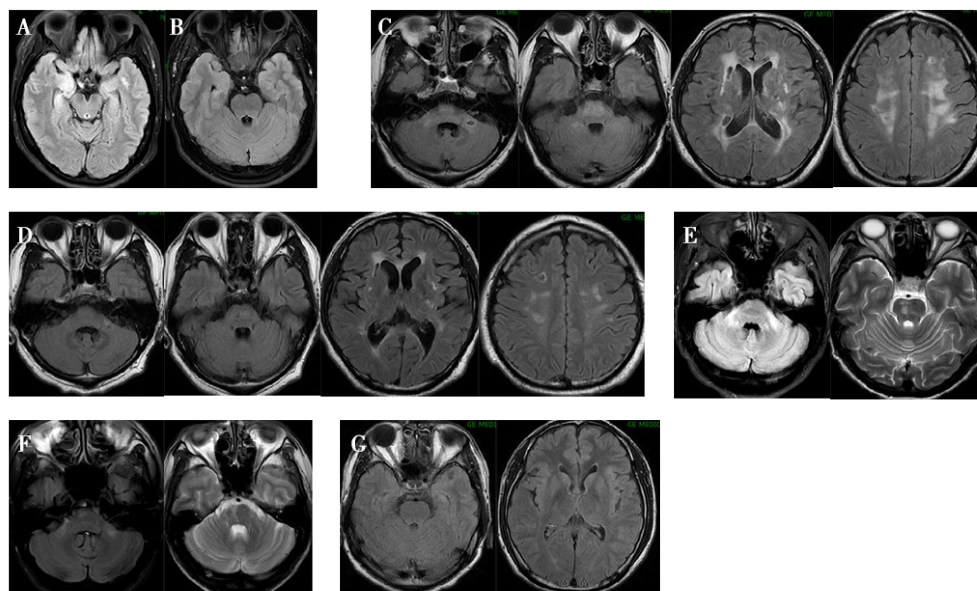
Cranial magnetic resonance imaging in patients
